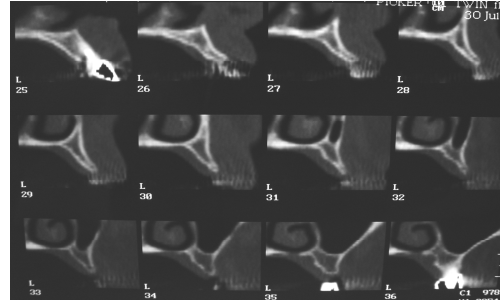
Reconstruções de tomografia computadorizada evidenciando severa atrofia óssea horizontal.
